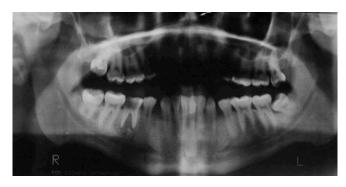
Ortopantomografía, muestra diferentes estructuras anatómica, órganos dentales, caries presentes y, posición de los terceros molares²².
